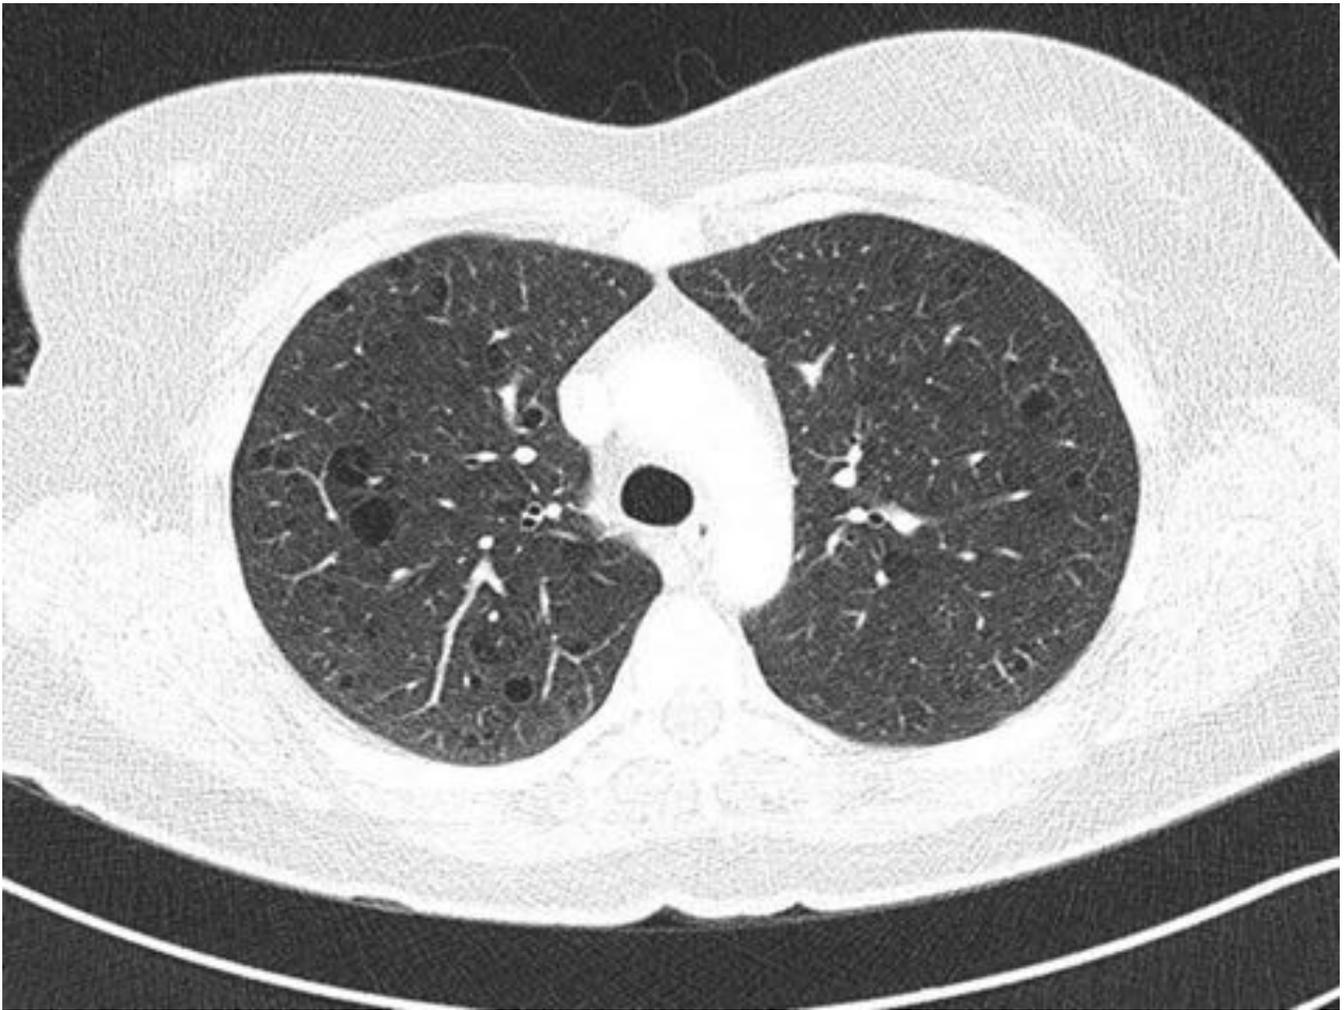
Fig. 8. TC de tórax donde se objetivan lesiones quísticas de pared fina que predominaban en ambos lóbulos superiores y lóbulo medio. Este hallazgo fue incidental en un TC de screening de cáncer de pulmón. En el contexto de paciente fumador, sin otros antecedentes de interés, se planteó el diagnóstico de Histiocitosis X.
